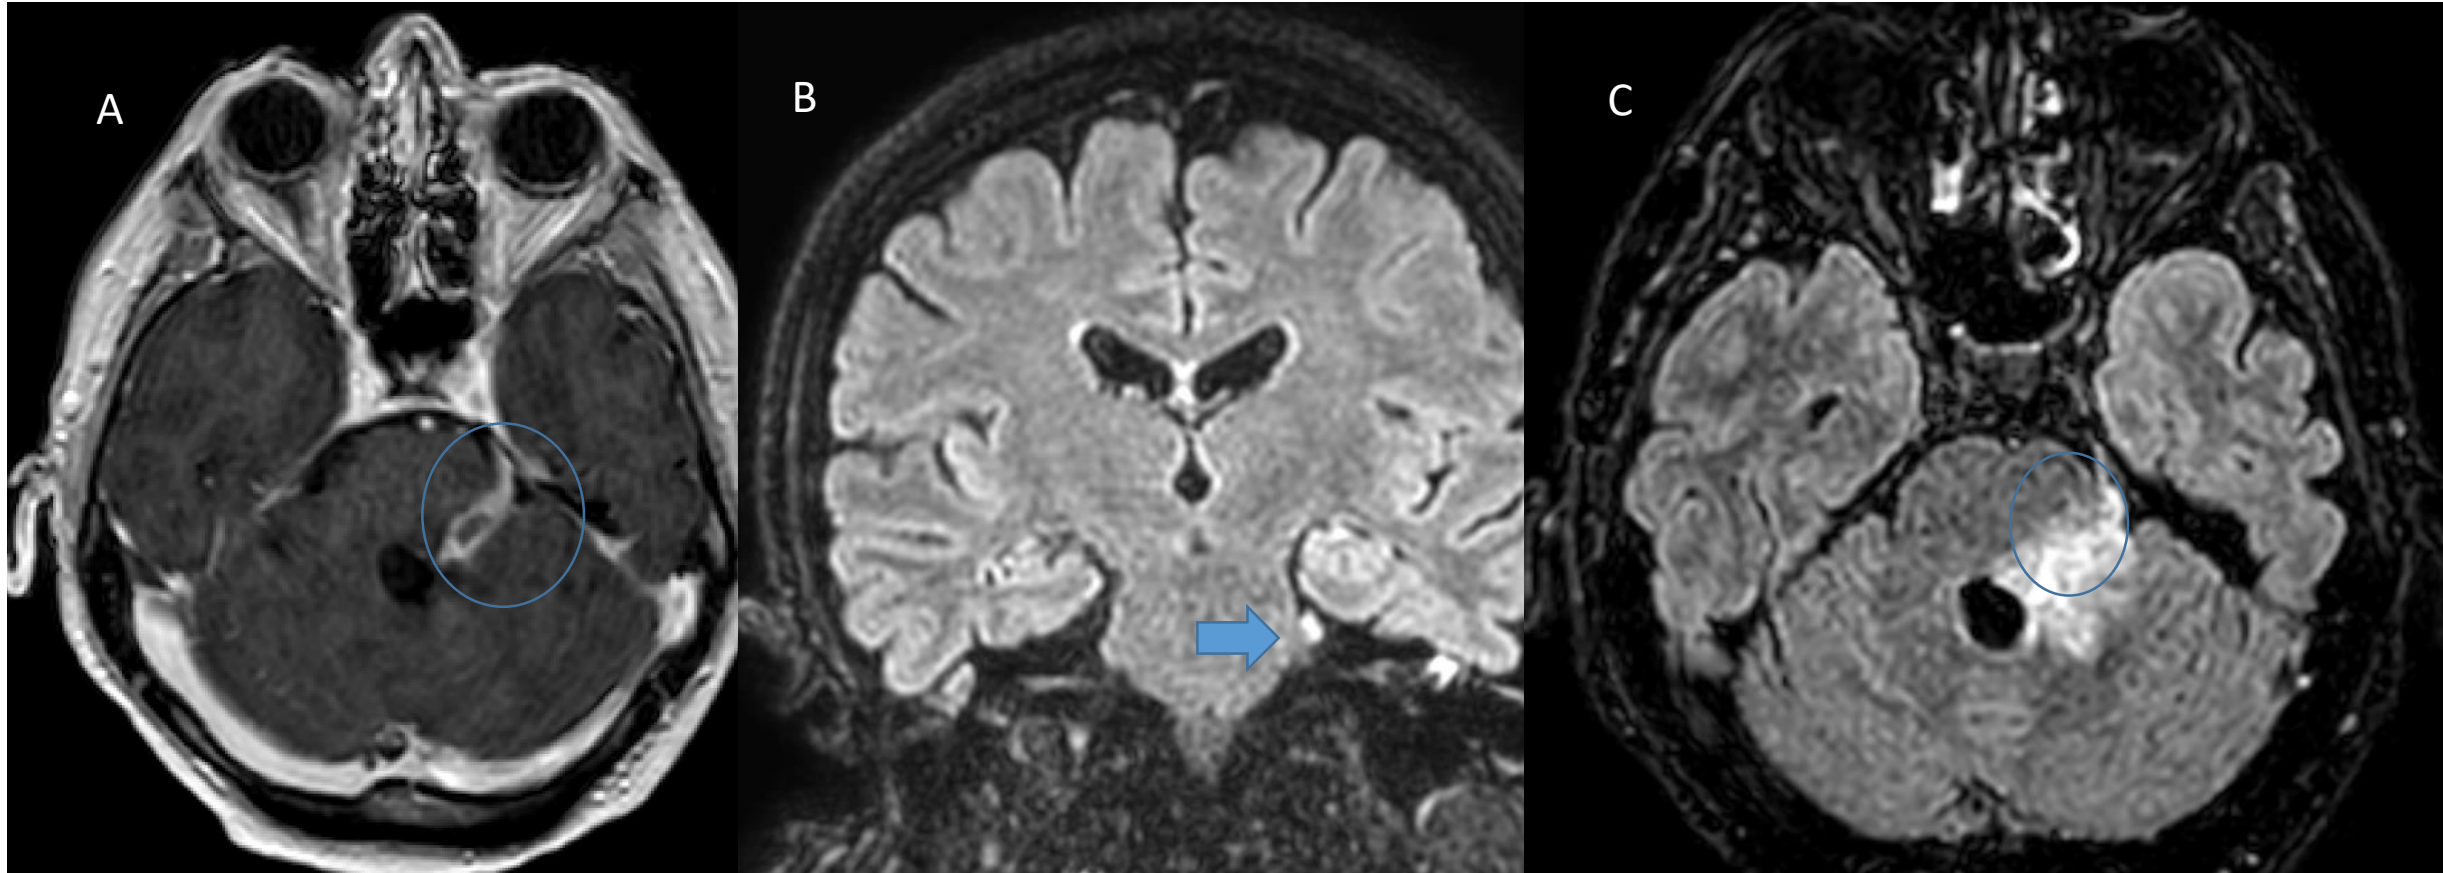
A: RM axial T1 post-contraste iv: Realce del V pc izquierdo. B/C: Coronal/Axial FLAIR: Hiperseñal sobre la emergencia del V pc izquierdo.
